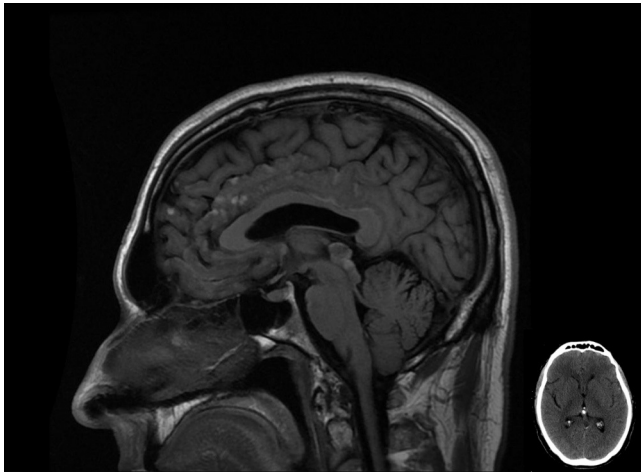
IRM de cerebro. Secuencia sagital T1 sin contraste. Corte sagital de secuencia T1 sin contraste de IRM de cerebro donde se observan imágenes espontáneamente hiperintensas que comprometen la superficie de las circunvoluciones frontales, del cíngulo, cuerpo calloso, superficie anterior de la protuberancia y la lámina cuadrigémina; todas ellas de localización leptomeníngea y con ocupación parcial de los surcos que comprometen. En margen inferior, corte axial de TC de cerebro, sin señal patológica.
